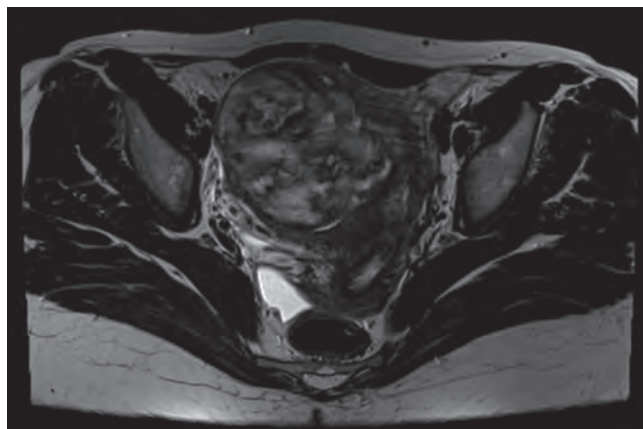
МРТ: T2-ВИ в аксиальной плоскости (пояснения в тексте)
